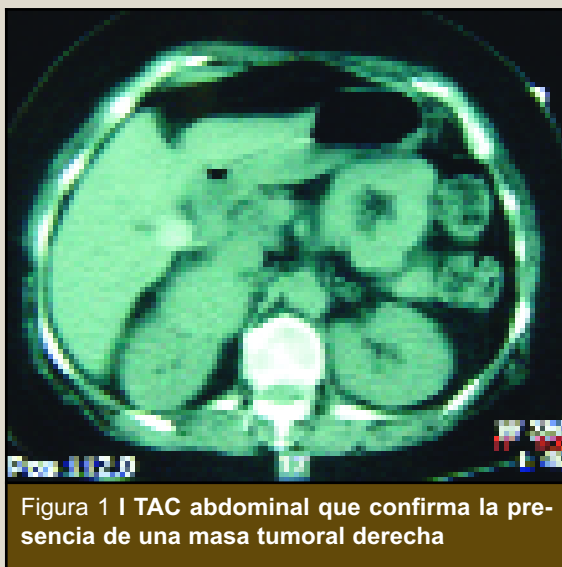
TAC abdominal que confirma la presencia de una masa tumoral derecha
